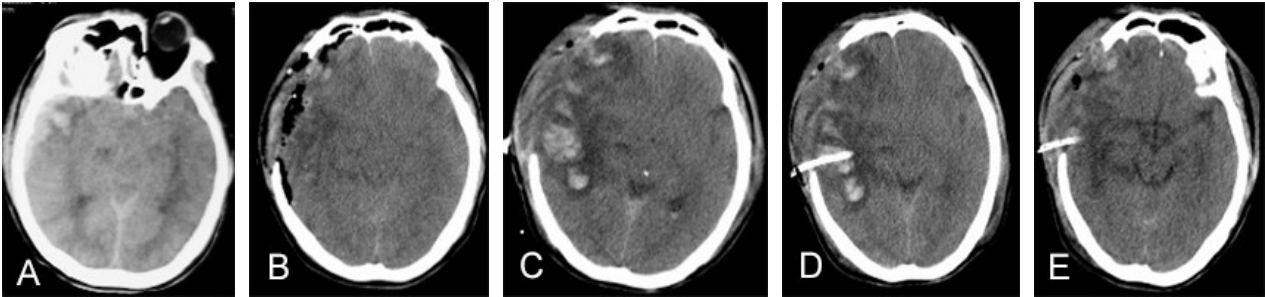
急性重型颅脑损伤去骨瓣减压术后哪些功能障碍病人软通道引流术前后 CT 表现
